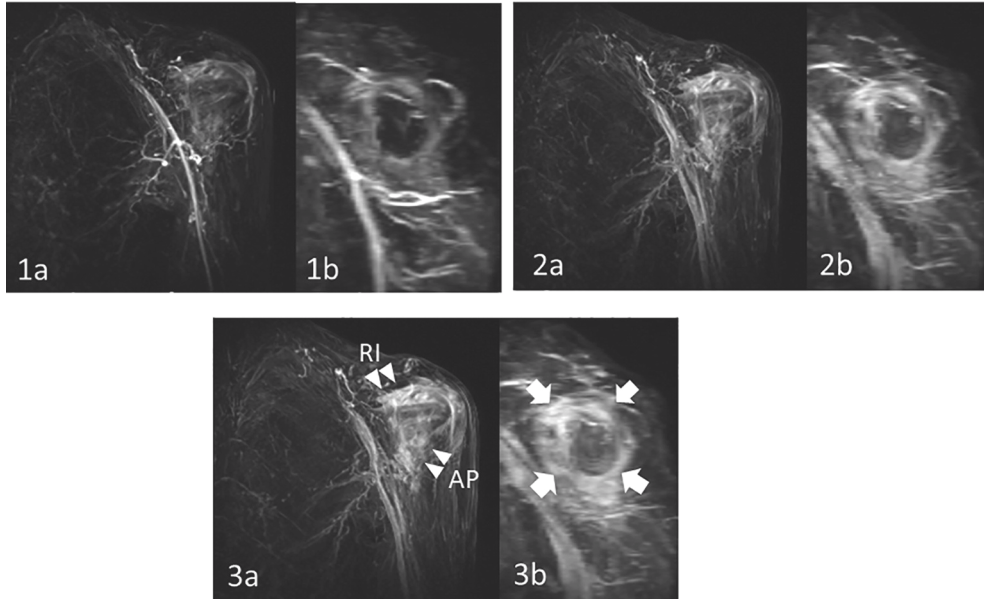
凍結肩（左肩）の3DダイナミックMRIの所見
